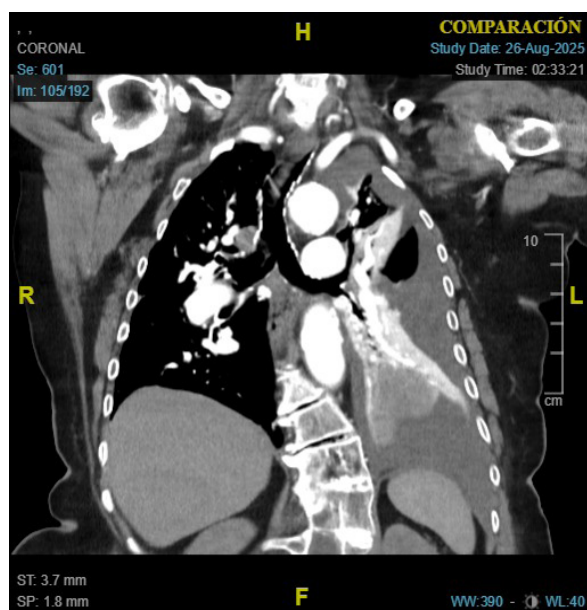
Reconstrucción coronal de Angio-TAC de arterias pulmonares. Masa pulmonar hipodensa en LII con vascularización en su interior de aspecto algo afilado. No se observan defectos de repleción en arterias pulmonares principales, lóbares ni segmentarias que sugieran TEP.
